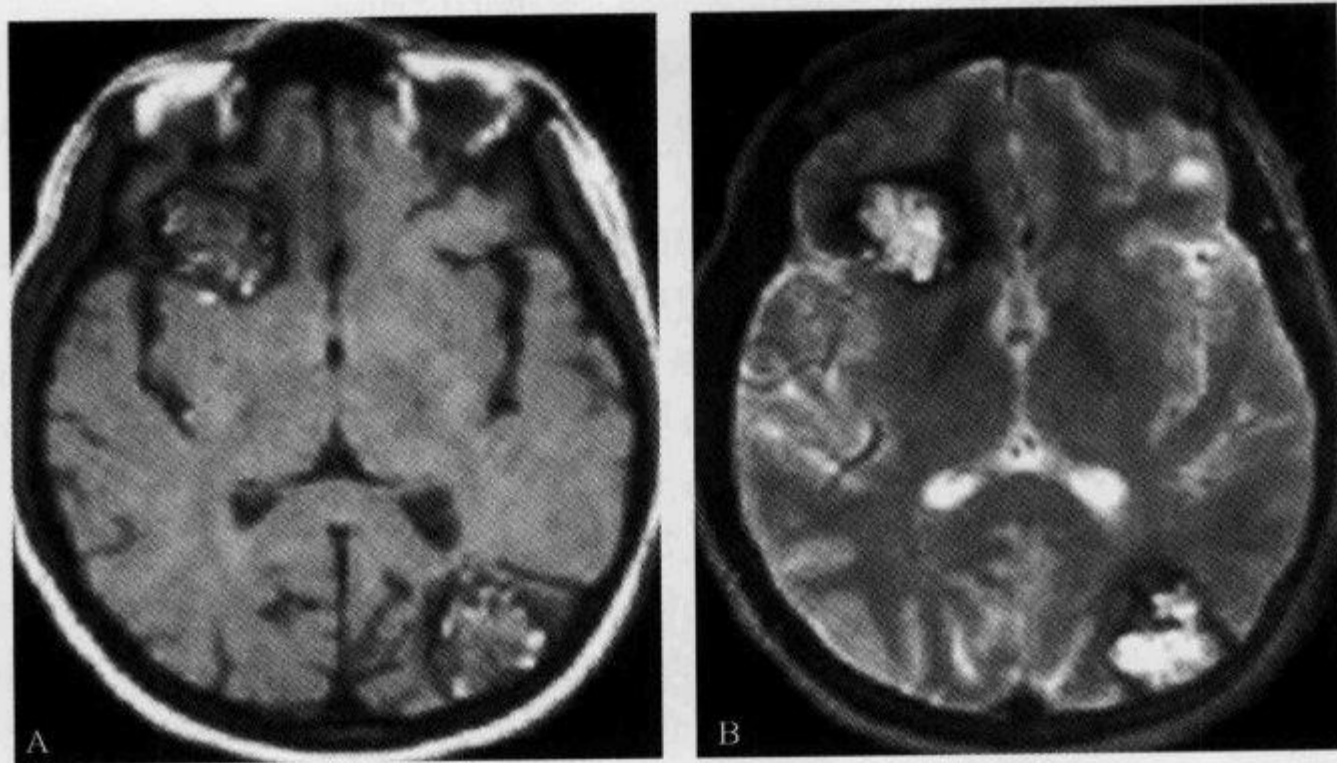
多发脑内海绵状血管瘤，MRI 示“铁环征”
